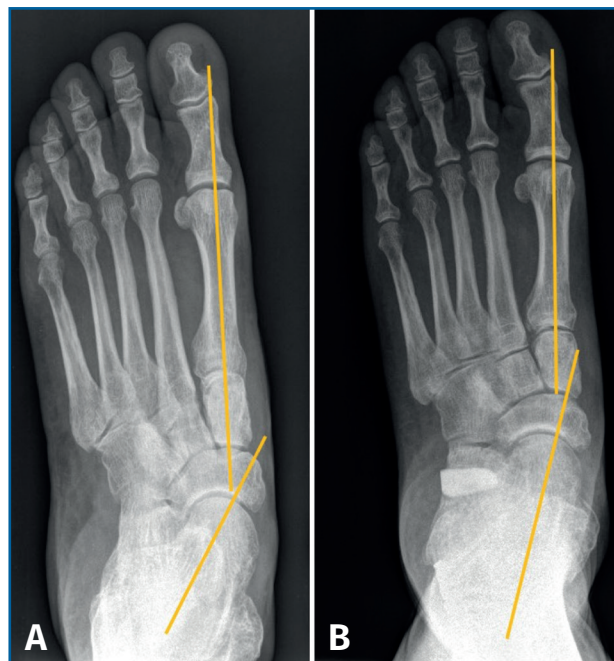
A: radiografía anteroposterior en carga preoperatoria con medición del ángulo astrágalo-primer metatarsiano; B: modificación posquirúrgica del ángulo después de la doble osteotomía.
